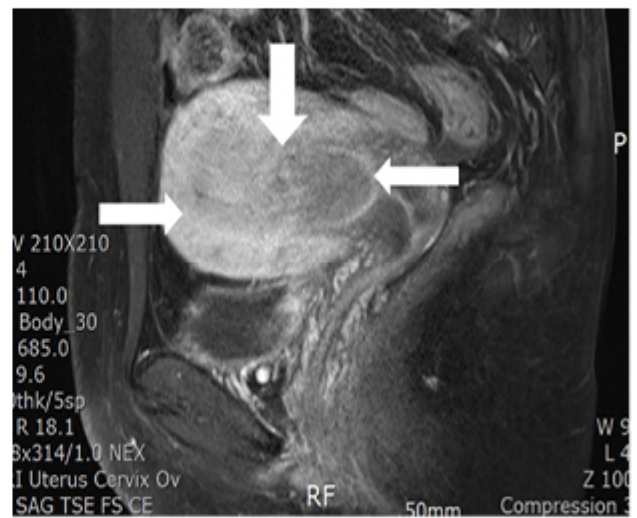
e. MRI T1—submucosal myoma, intermediate signal
